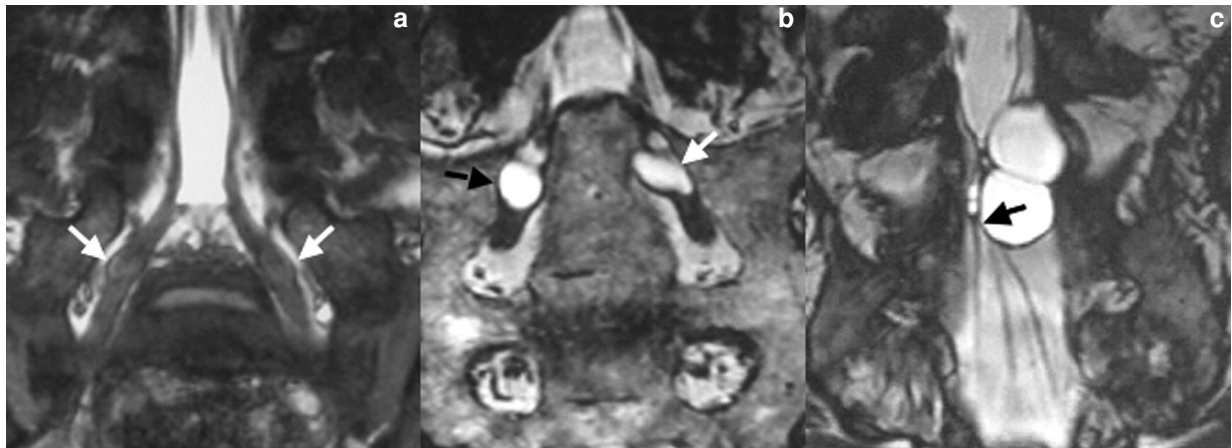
a-c : Kystes de Tarlov. Les coupes IRM coronales en séquence CISS 3D (T2 3D en haute résolution) visualisent chez trois patients différents les ganglions spinaux normaux en S1 (flèches en a), les kystes de Tarlov de petite taille qui se développent initialement au sein du ganglion spinal (flèches en b) et le caractère compressif des kystes de Tarlov plus volumineux (flèche en c).
